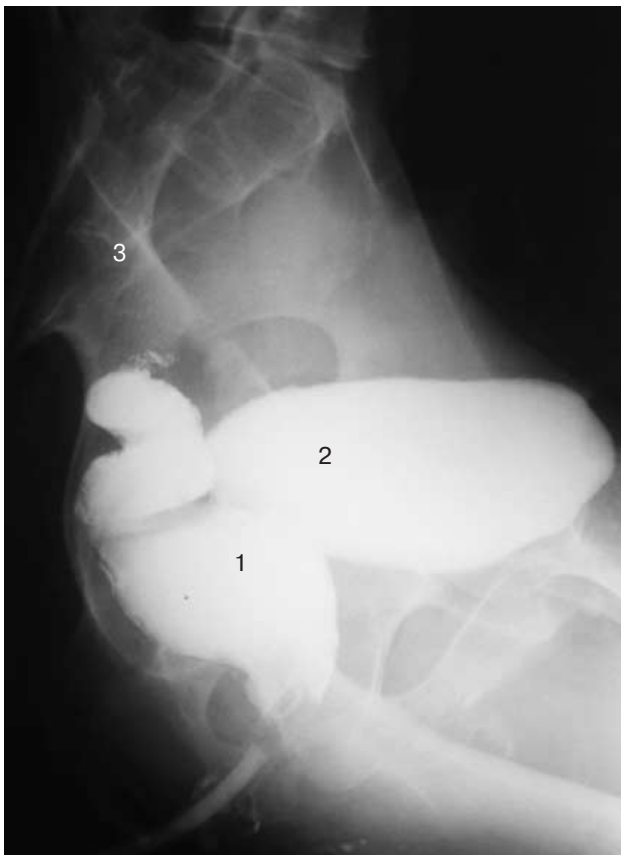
Больной С., 49 л. Одновременная цистопротография, прицельная рентгенограмма прямой кишки в боковой проекции у пациента после операции Гартмана. Культия прямой кишки (1) располагается между мочевым пузырем (2) и крестцом (3).
